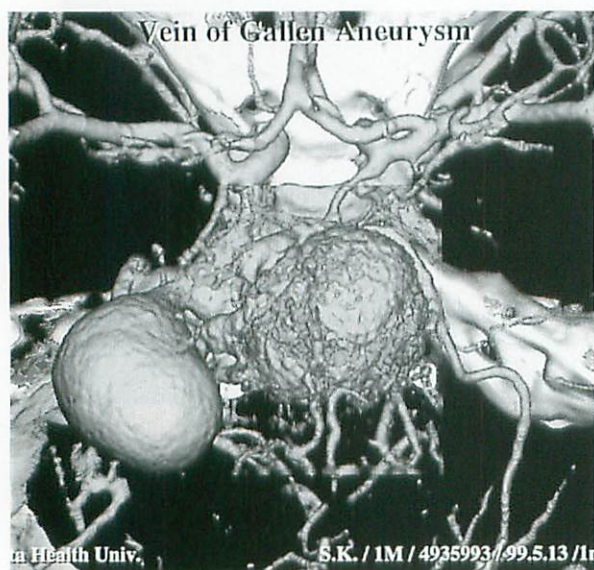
Three-dimensional CT angiography of aneurysmal dilatation of vein of Galen.
